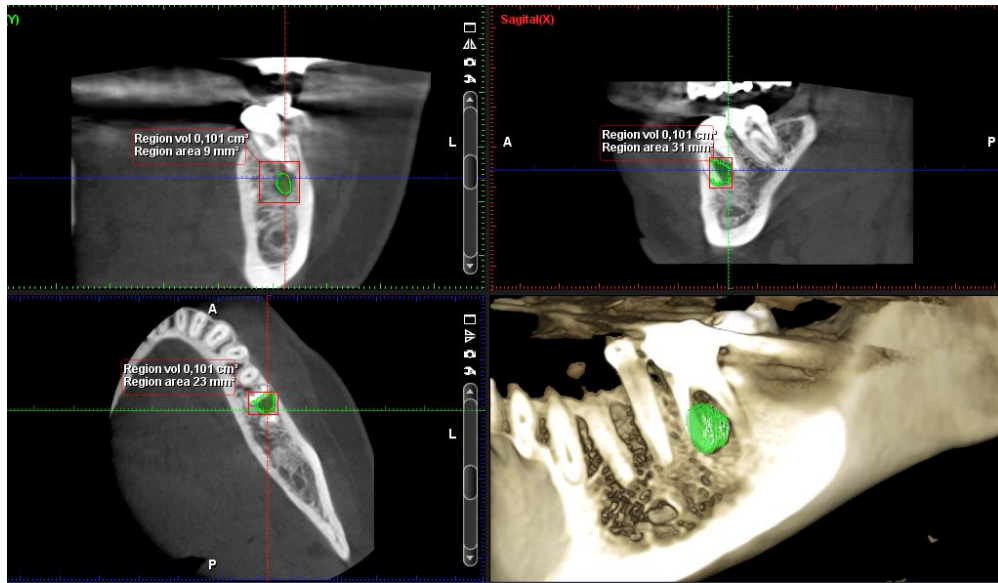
Área periapical en el diente 3.6 sin perforación de la cortical durante la TCHC preoperatoria. a, corte coronal. b, corte sagital. c, corte axial. d, Simulación 3D
